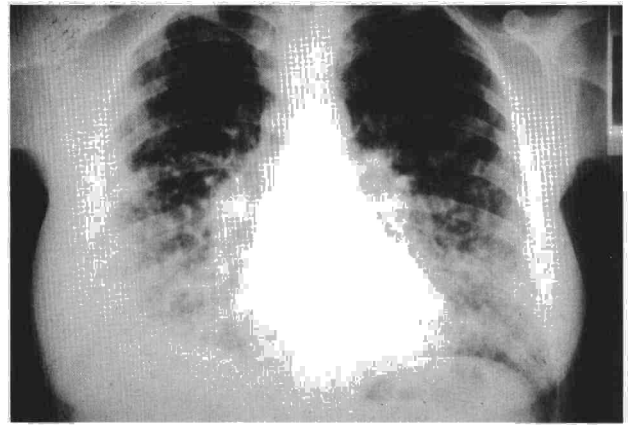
Radiografía de tórax correspondiente a la paciente 5, en la que se aprecia un infiltrado intersticioalveolar, con escaso componente nodular, y derrame pleural izquierdo.
